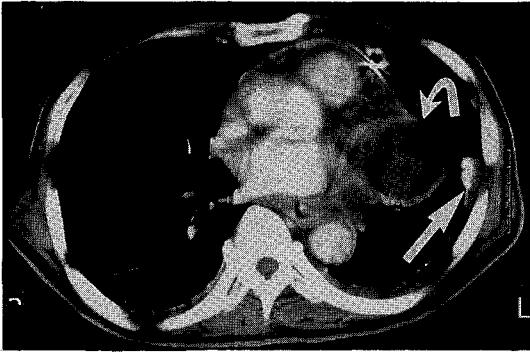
CT scan of the chest showing the low-density area of fluid collection with enhanced wall(curved arrow) along the mediastinum in the retrocardiac area and the focal thickening of pleura with dense calcification(arrow) in the lateral wall of the left hemithorax(Case 1).
